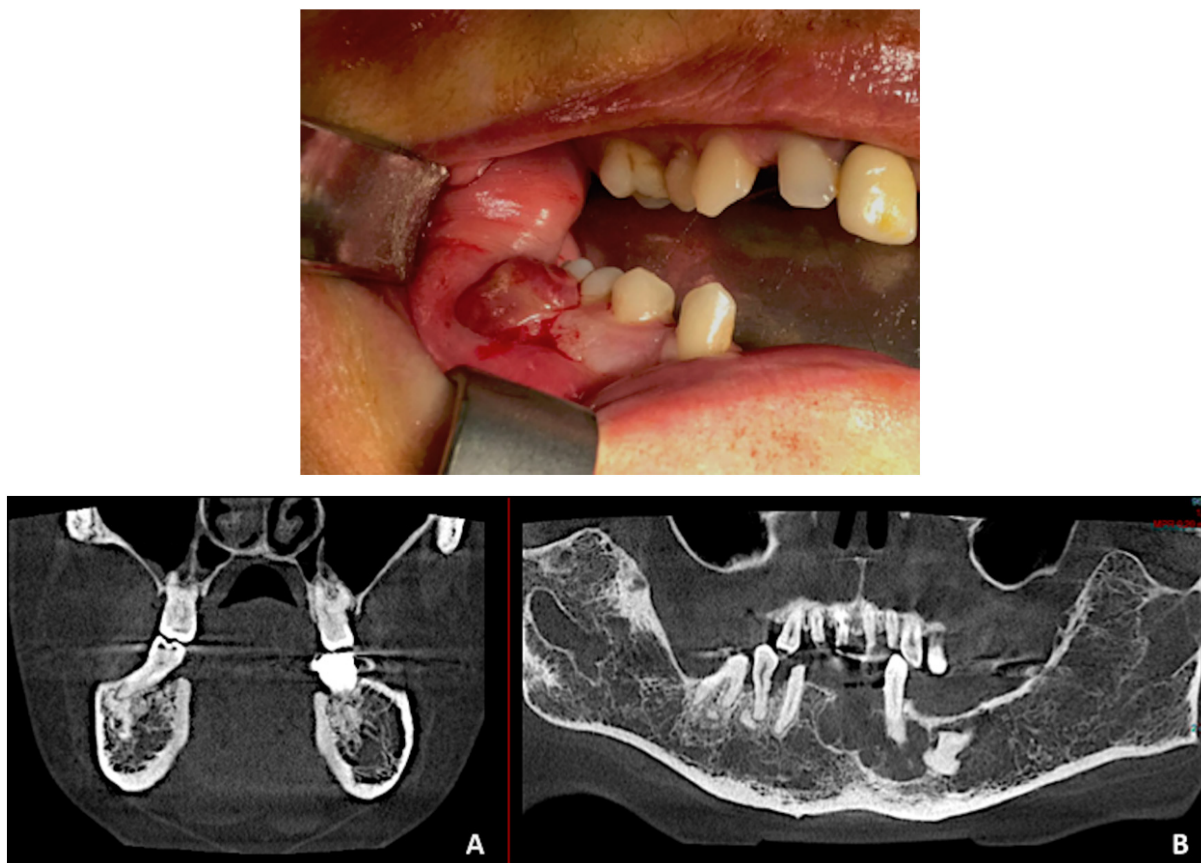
Photo endobuccale et radiographie type cone beam de la réactivation locale d'un cas de chérubisme chez une patiente de 46 ans (Laroche et al. 2020).
